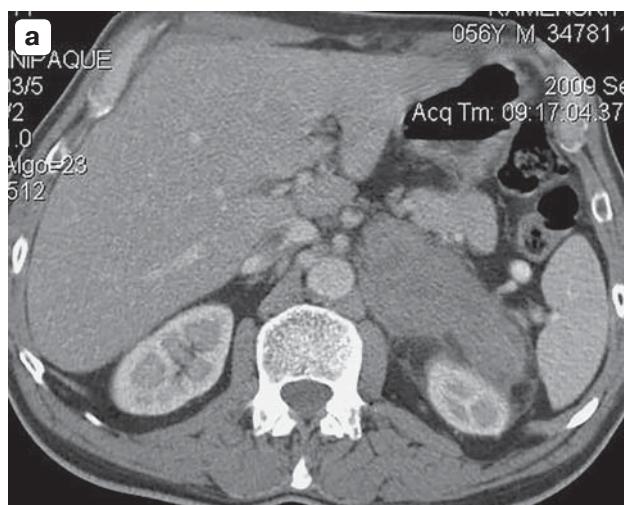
Адренокортикальный рак слева. а – КТ с внутривенным контрастированием; б – МРТ Т1ВИ. В проекции левого надпочечника выявляется больших размеров бугристое образование, распространяющееся на брыжейку тонкой кишки и хвост поджелудочной железы.
